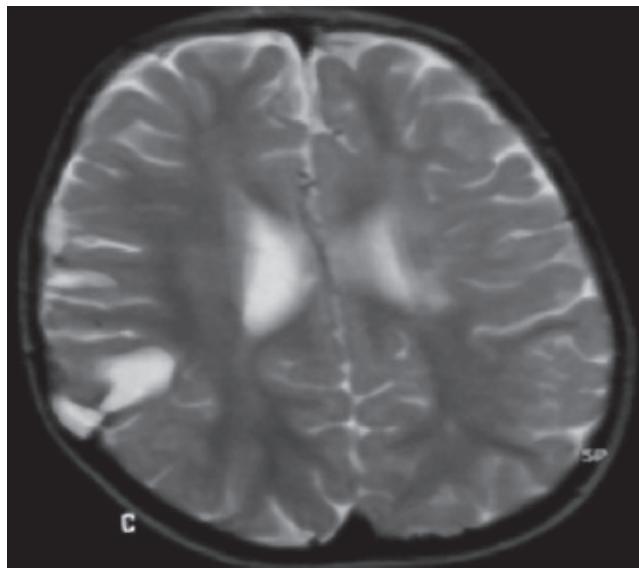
C) Resonancia magnética del mismo paciente mostrando quiste leptomeníngeo
